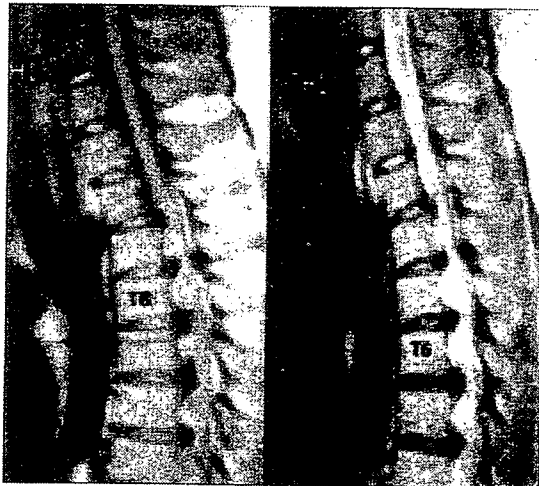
Severe compression of the spinal cord was found on magnetic resonance imaging; A: T1 weighted image, B: T2 weighted image
